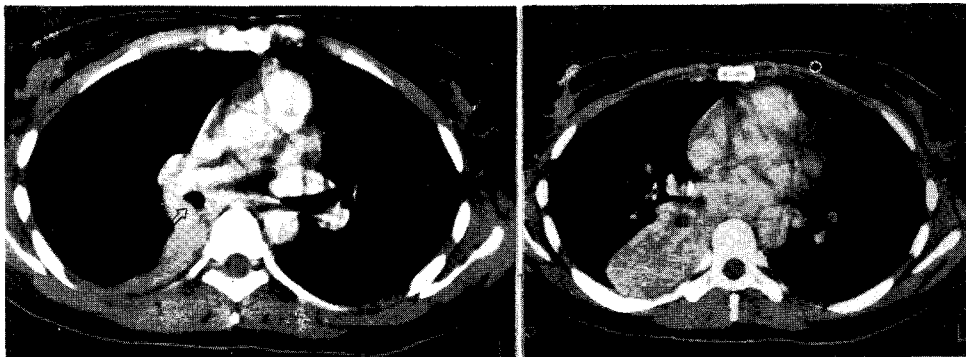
Chest CT scan shows 1.0×1.5 cm sized endobronchial mass on distal right intermediate bronchus and complete collapse of right lower lobe with mucus saturation.
